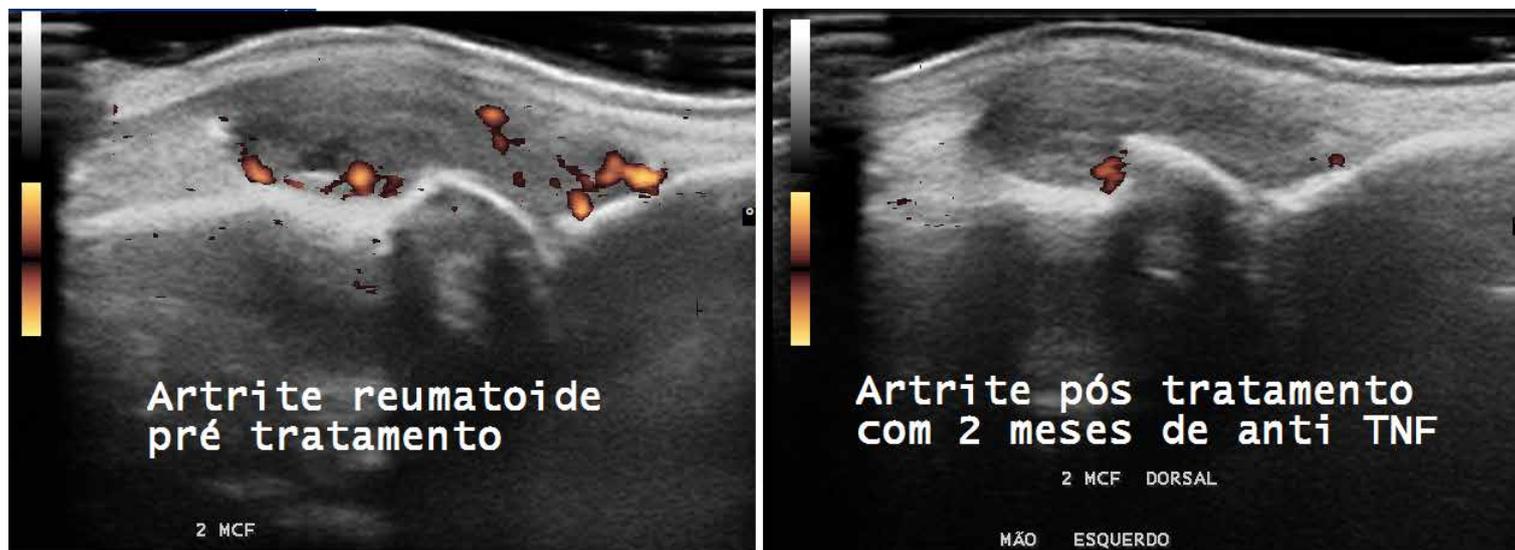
Sinovite na 2ª MCF dorsal, antes e 2 meses após tratamento iniciado com Anti TNF. Note a nítida redução na captação dos sinais de hipervascularização ao Power Doppler na imagem da direita (pós-tratamento).
